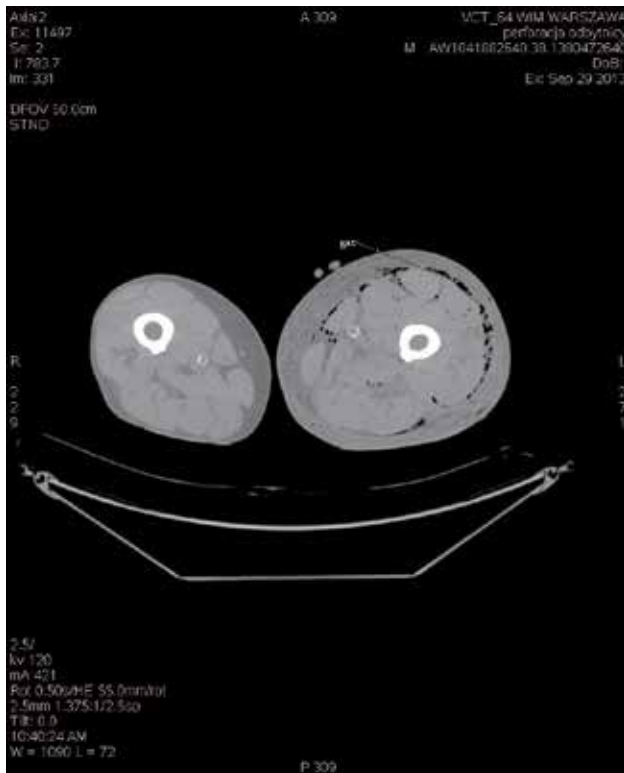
CT scan. Perforation of retroperitoneal part of the rectum
